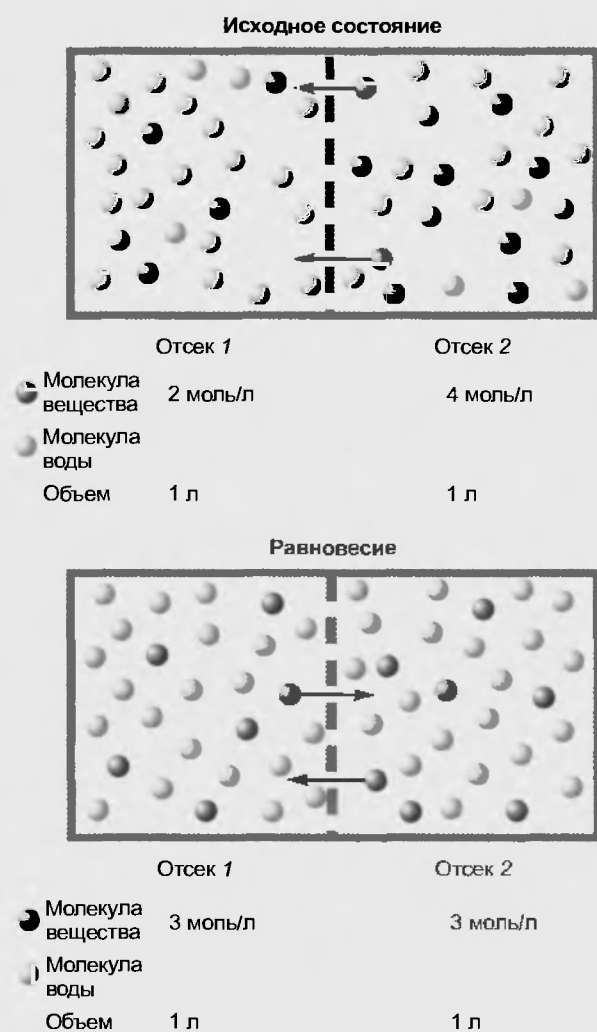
Сосуд поделен поровну на отсеки 1 и 2 мембраной, проницаемой для молекул растворенного вещества. Диффузия проходит до создания равновесия в обоих отсеках
